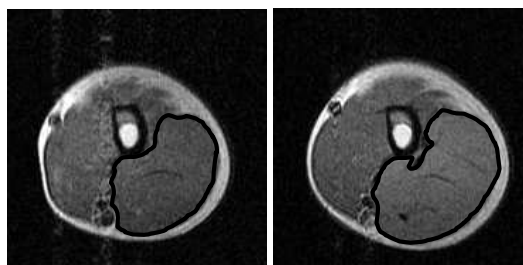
1回のトレーニングセッション前(左)および直後(右)に撮影した上腕のMRI。図中の黒枠は、本研究で対象とした上腕三頭筋を表す。セッション後(右)の画像では、上腕三頭筋の輝度が増している(白くなる)。この輝度の変化は、T2の変化として定量化できる。
